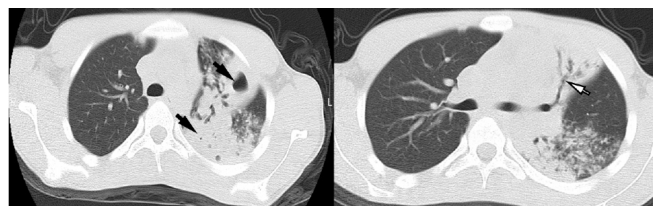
患儿男, 13岁, 耐药(异烟肼、莫西沙星)肺结核。a. 胸部CT示左肺上叶见大片状实变影, 密度不均, 边缘不清, 实变影内见多发无壁空洞(黑箭); b. 左上肺支气管略狭窄, 远端不规则扩张(白箭), 左下肺叶见斑片状实变影。
